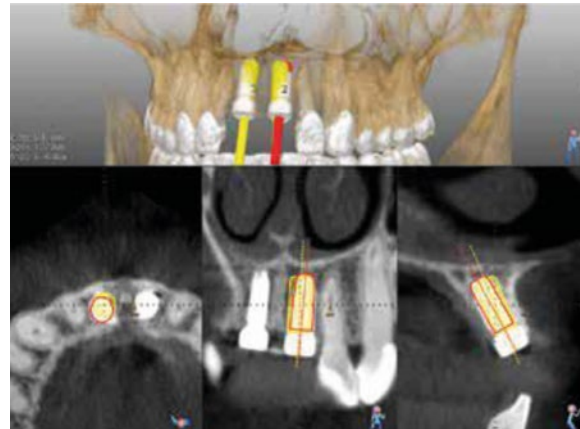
Digitalizações por CBCT pré e pós colocação, combinadas com os dados DICOM e avaliação de precisão para a posição 1.1. A delimitação a amarelo dos implantes representa a posição planeada do implante enquanto que a delimitação vermelha mostra o verdadeiro resultado do posicionamento do implante.
